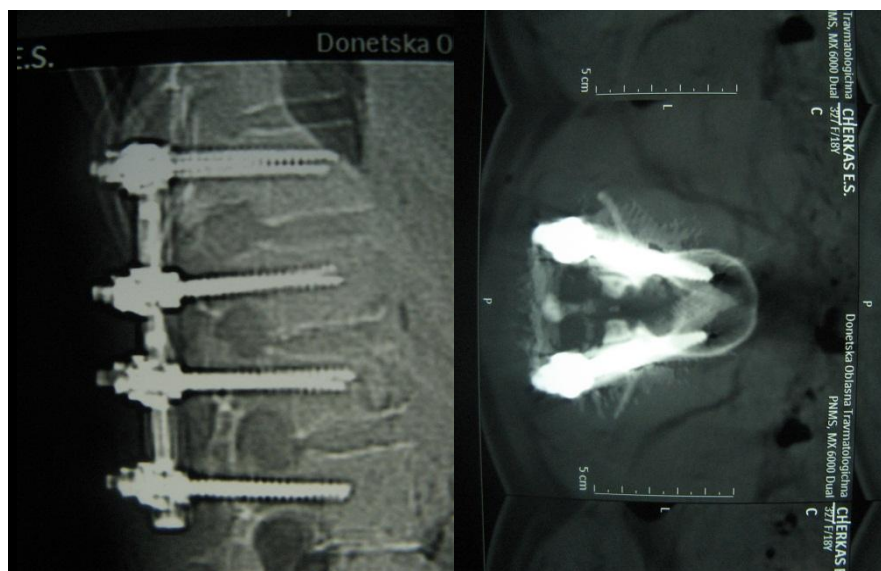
Больной Ч., 21 год, история болезни № 66029: фотоотпечатки с компьютерных томограмм через 8 месяцев после операции: консолидация переломов, ось удовлетворительная.
